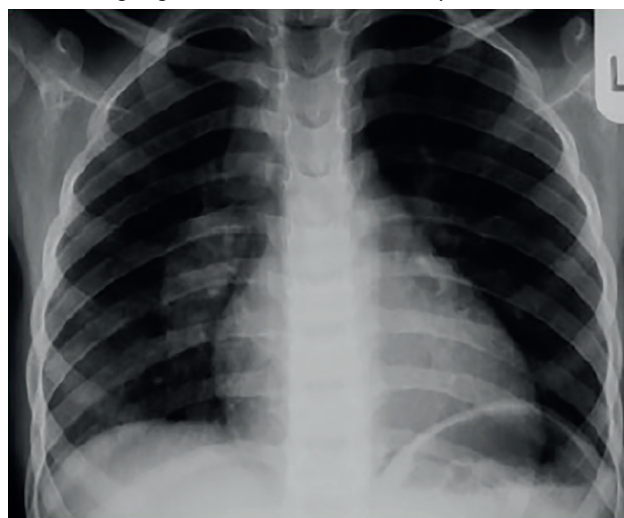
Radiografia de tórax característica de tuberculose na criança: condensação com comprometimento hilar.
